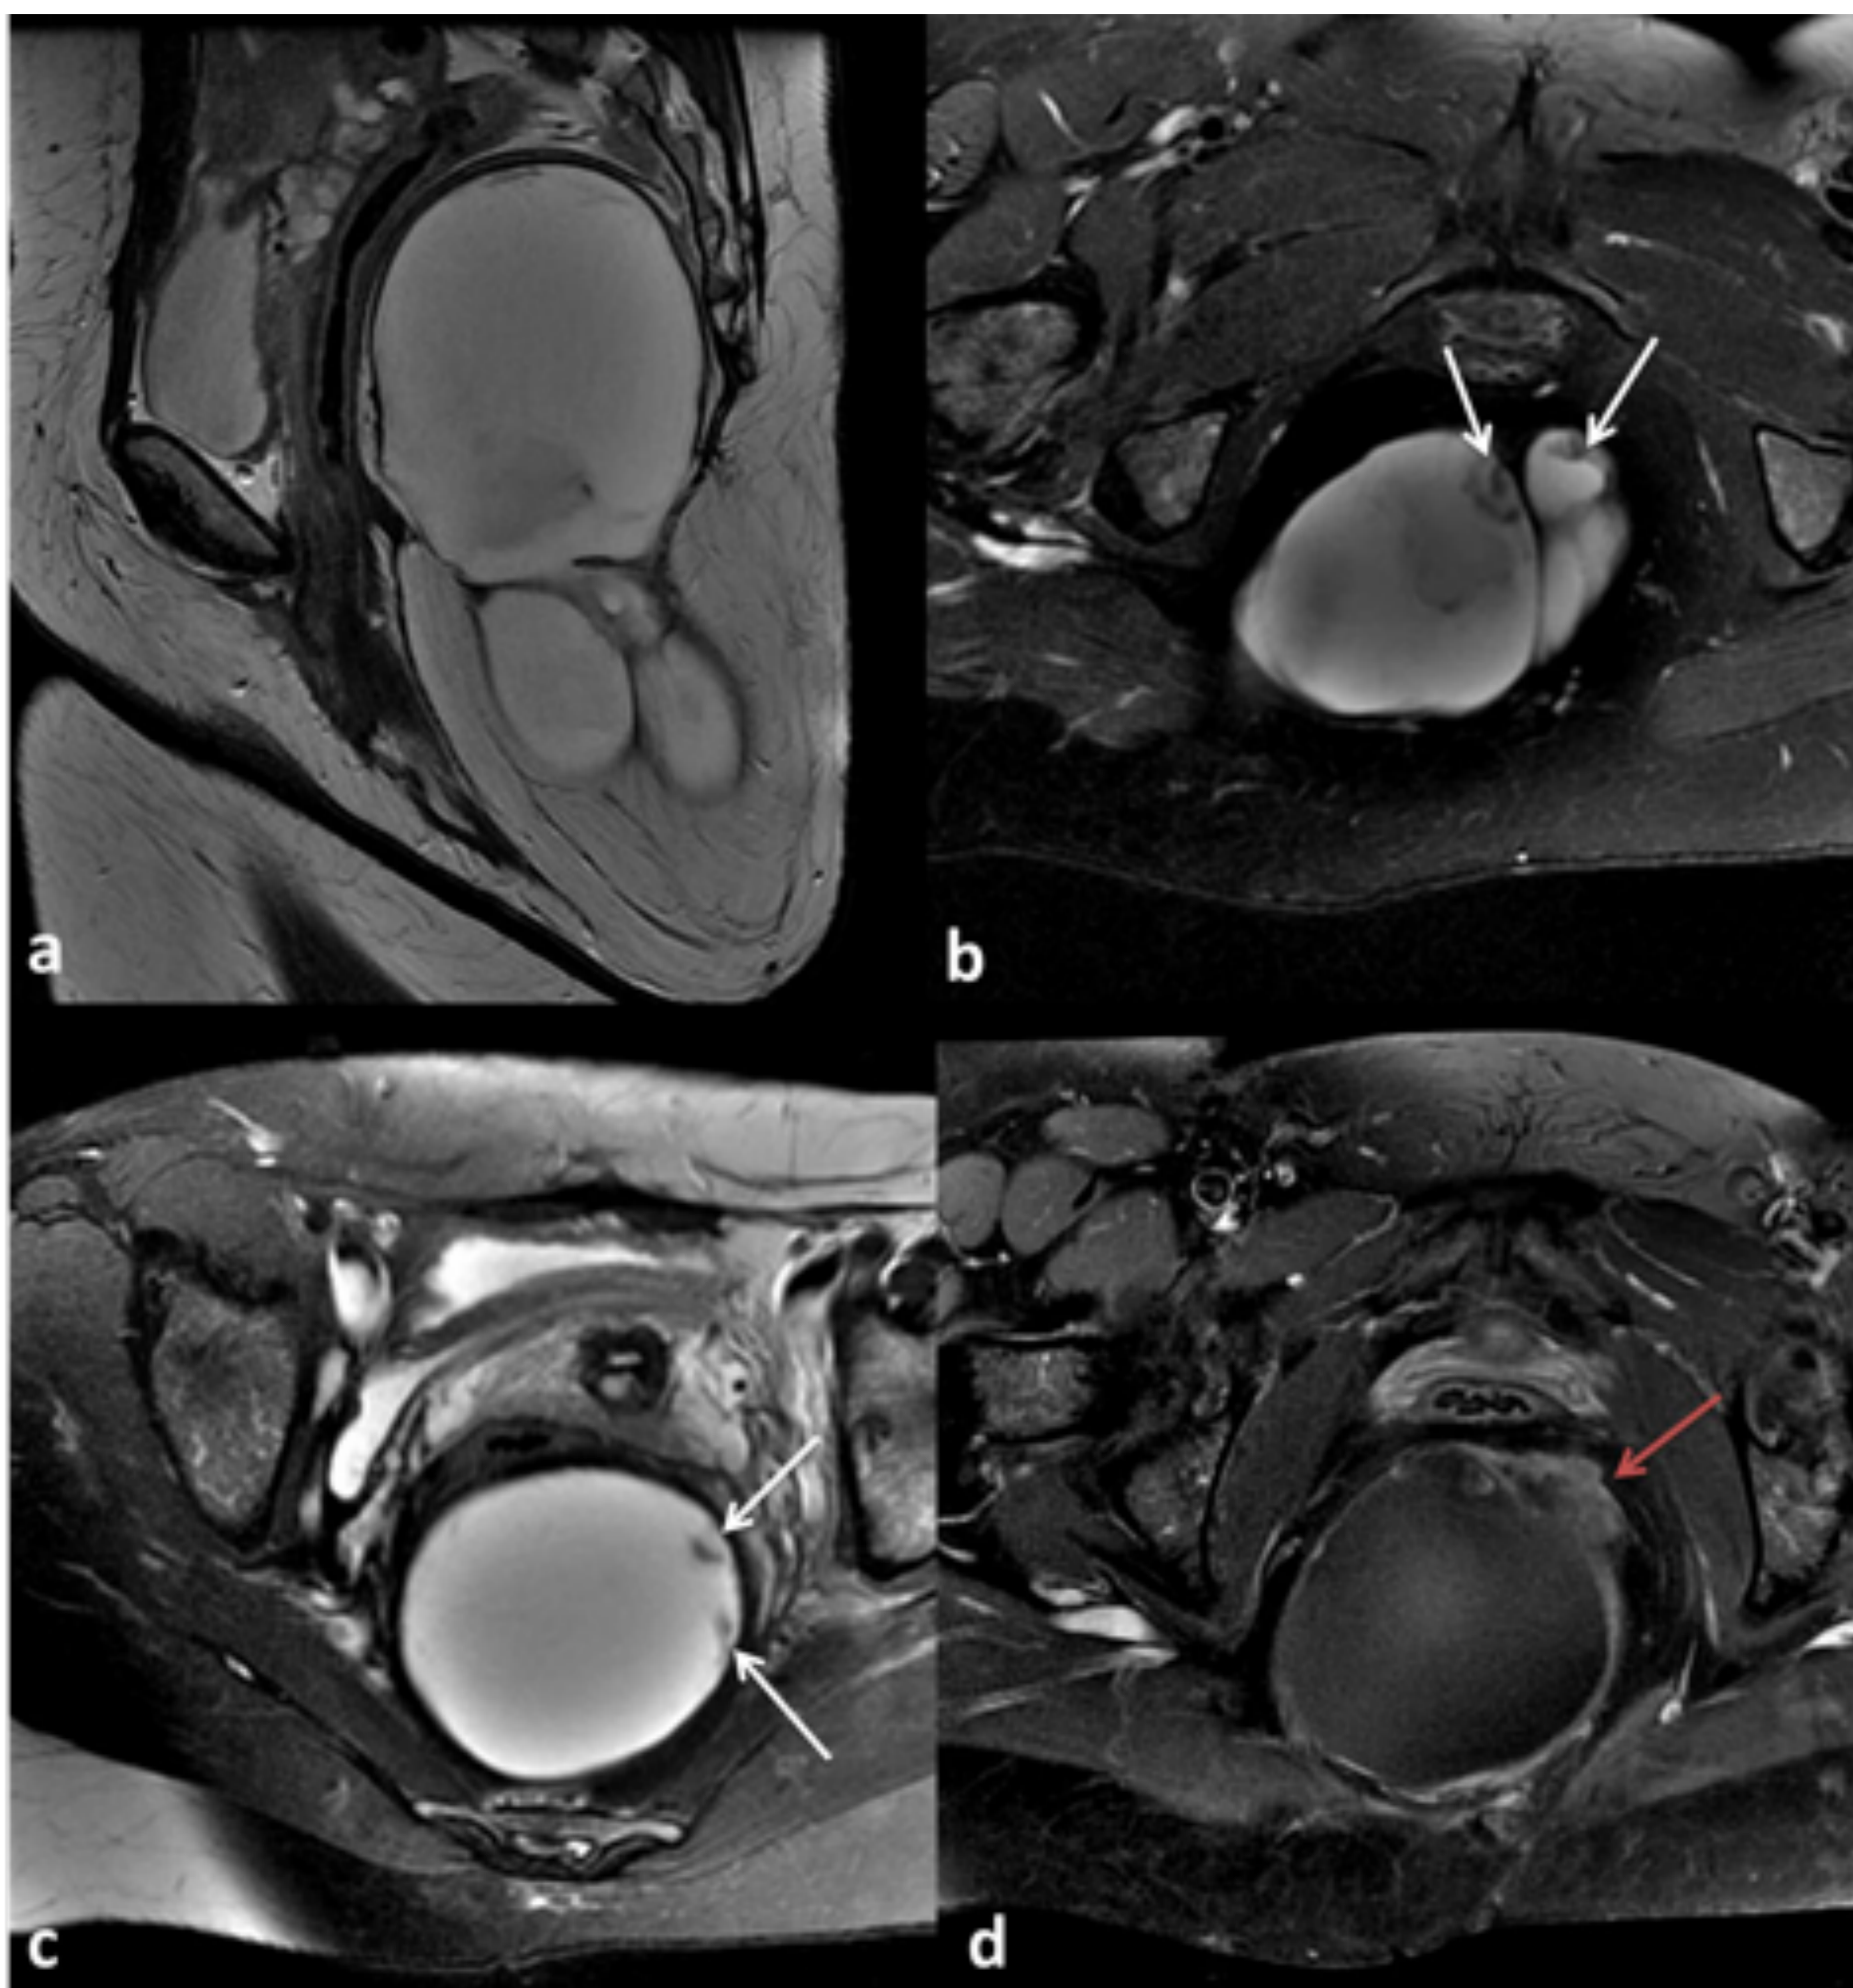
Imágenes de RM de adenocarcinoma por degeneración maligna de quiste del desarrollo. (a) T2 sagital que muestra masa quística multilocular retrorectal con extensión a la fosa isquioanal. (b y c) T2 axial con saturación grasa que muestra proyecciones papilares (flechas blancas) desde la pared en distintos niveles. (d) T1 axial con saturación grasa tras la administración de contraste que muestra engrosamiento irregular y realce de la pared (flecha roja).
